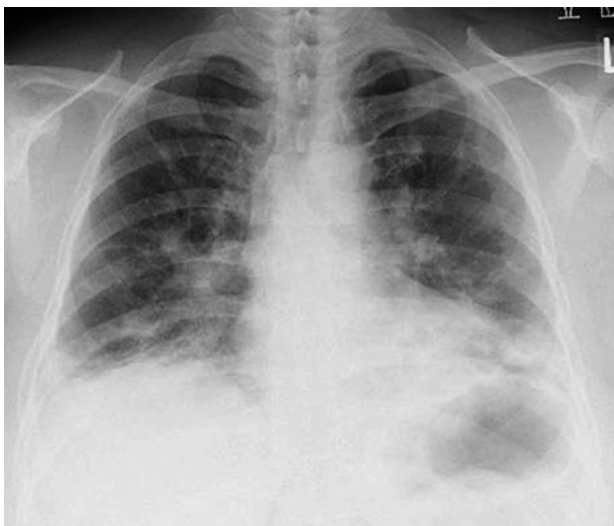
胸部X線写真. 両側下肺野優位の浸潤影, volume lossを認めた.
